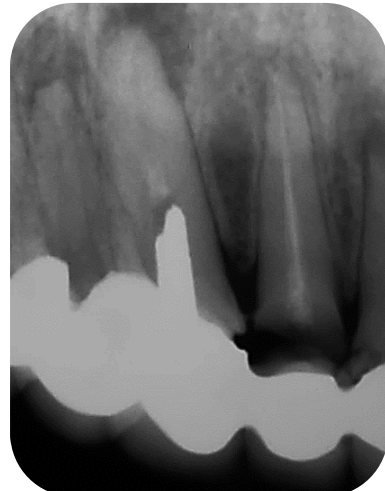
Radiografía preoperatoria en donde se observa el elemento
